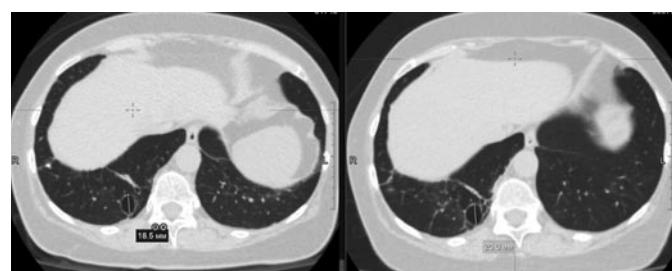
СКТ ОГК 2018 и 2020 гг. Стрелкой указаны мелкие несолидные очаги.
